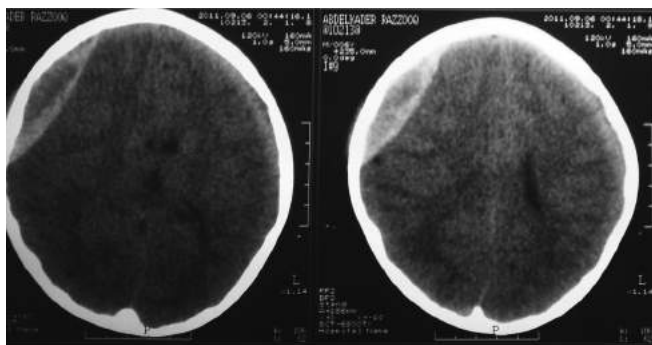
Cranial CT scan showing a heterogeneous DEDH with maximal thickness of about 2.5 cms and remarkable midline shift.
